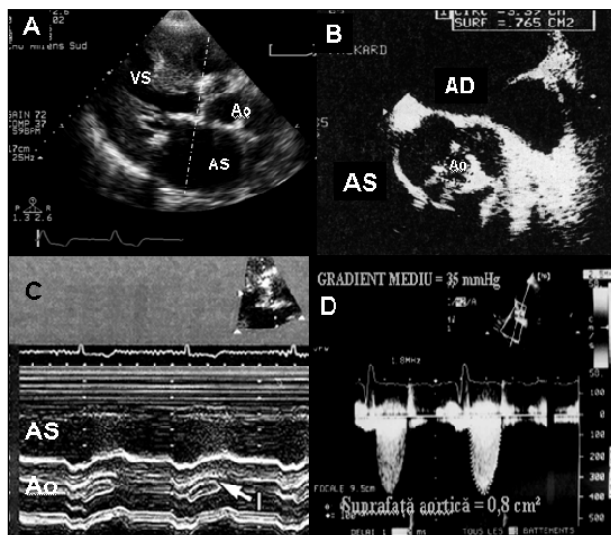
Ecocardiografie în stenoza aortică
